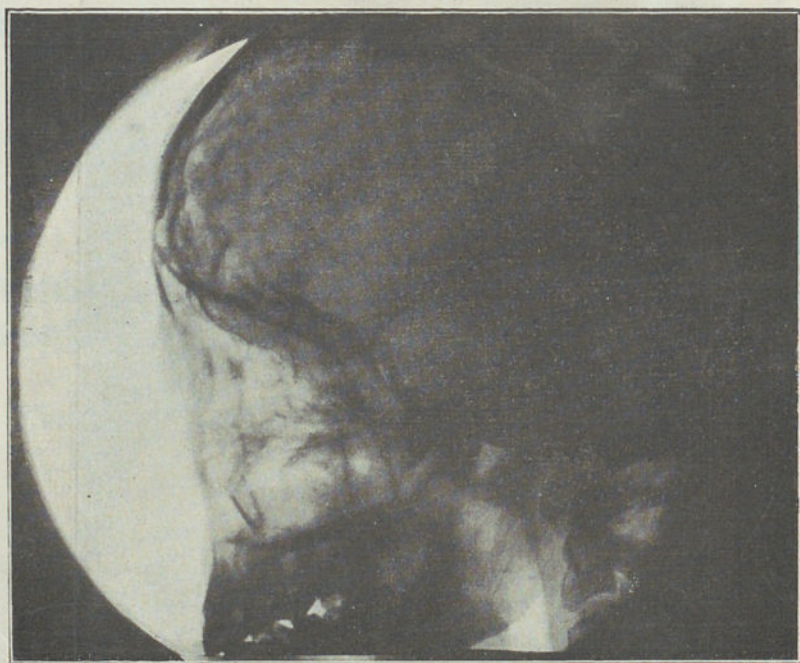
Radiografia do crânio — Abril de 1928
